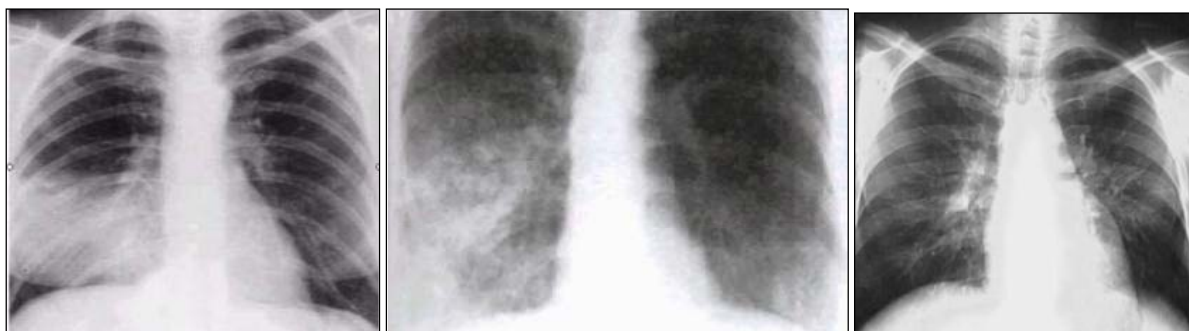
Radiografie toracică. A. Pneumonie lob mediu B. Bronhopneumonie C. Pneumonie interstițială
